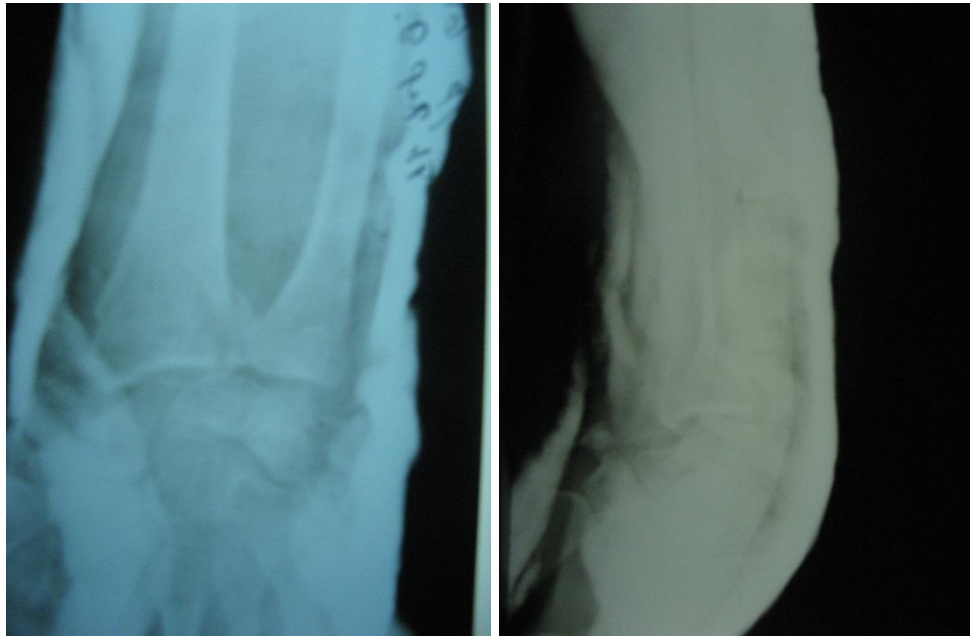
Больной Ч., 21 год, история болезни № 66029: фотоотпечатки с рентгенограмм лучезапястного сустава через гипс после закрытой коррекции перелома дистального метаэпифиза левой лучевой кости
